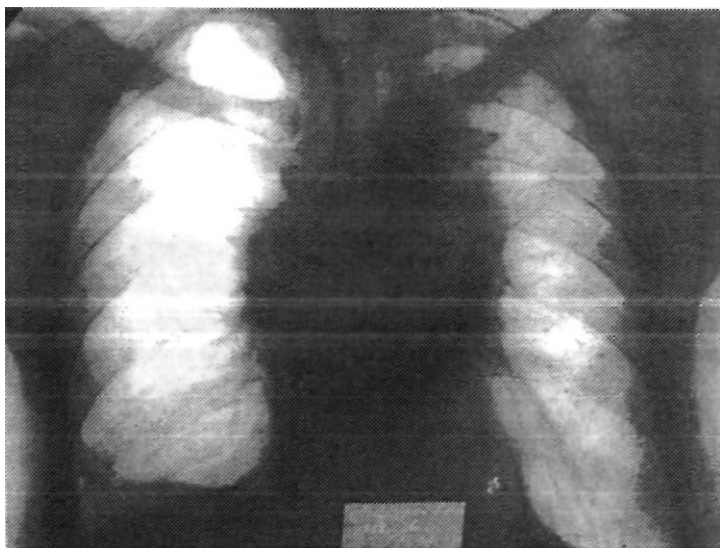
Тот же больной. Рентгенологическая картина легких через год после окончания лучевой терапии. Двусторонний лучевой пневмосклероз
